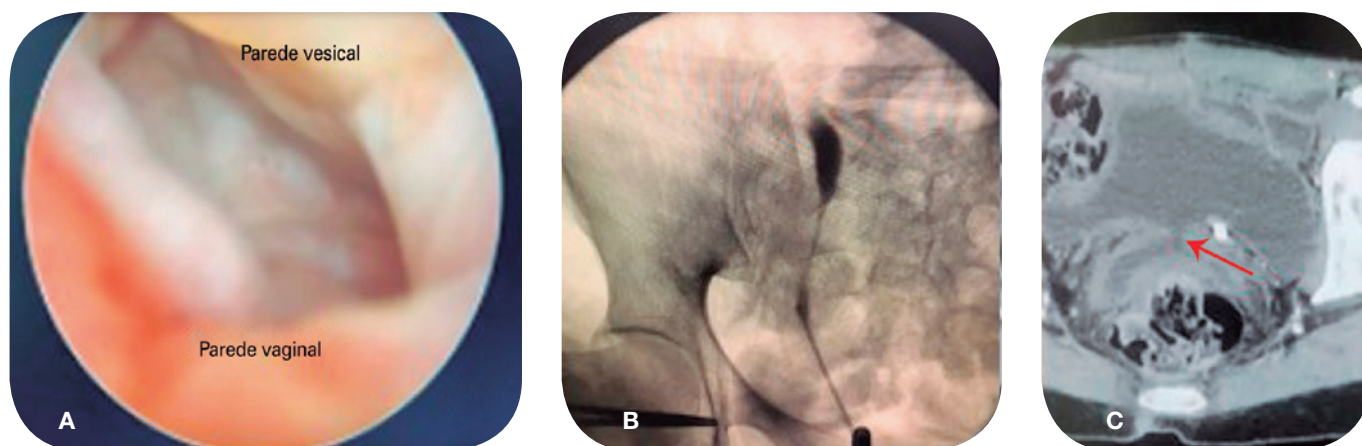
A. Presença de fístula vesico-vaginal em cistoscopia, com demonstração de dedo de luva evidenciando a comunicação entre as duas estruturas. B. Pielografia ascendente à direita, evidenciando estenose de ureter distal à direita. C. Tomografia de pelve demonstrando a comunicação entre a parede posterior de bexiga e canal vaginal.
